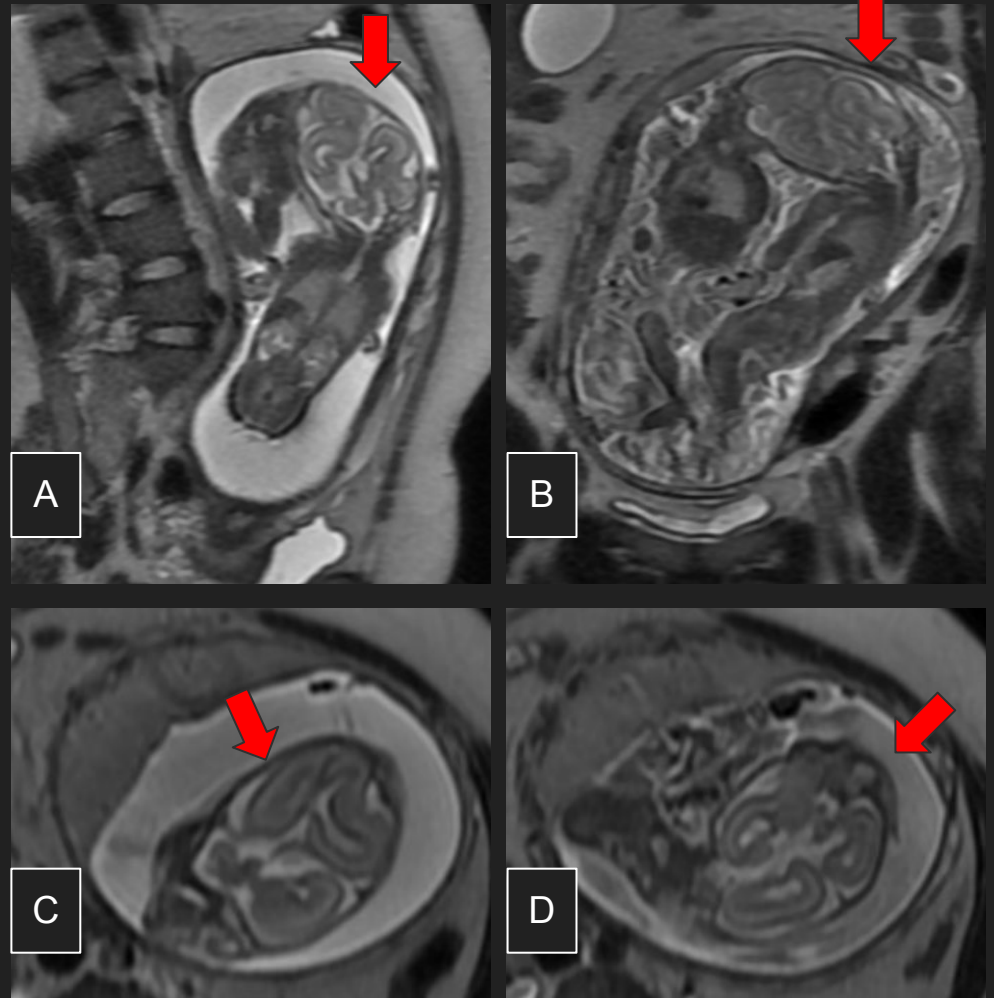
Cortes sagital (A), coronal (B) e axial (C e D) da ressonância magnética fetal de gêmeos monozigóticos revelam gêmeos cefalópagos, compartilhando o crânio e as meninges, mas o cérebro permanece quase completamente separado (setas vermelhas).
